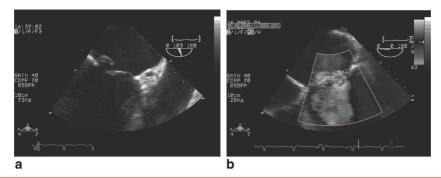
Échographie transœaphgienne d'un prolapsus valvulaire mitral (a) avec régurgitation importante (b).
